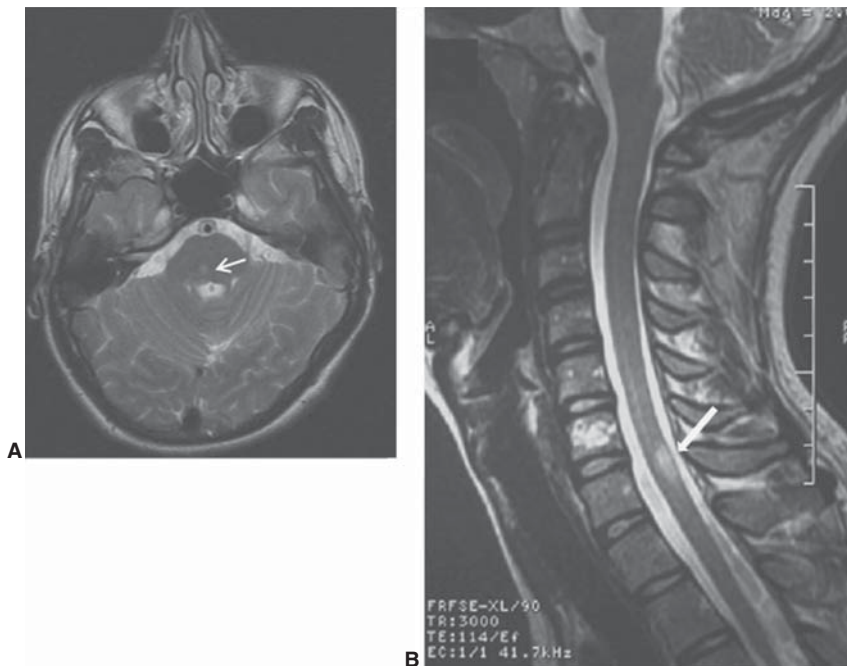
Esclerosis múltiple. A) RM con información T2. Lesión hiperintensa posterior en la protuberancia. B) Placa desmielinizante medular cervical.
